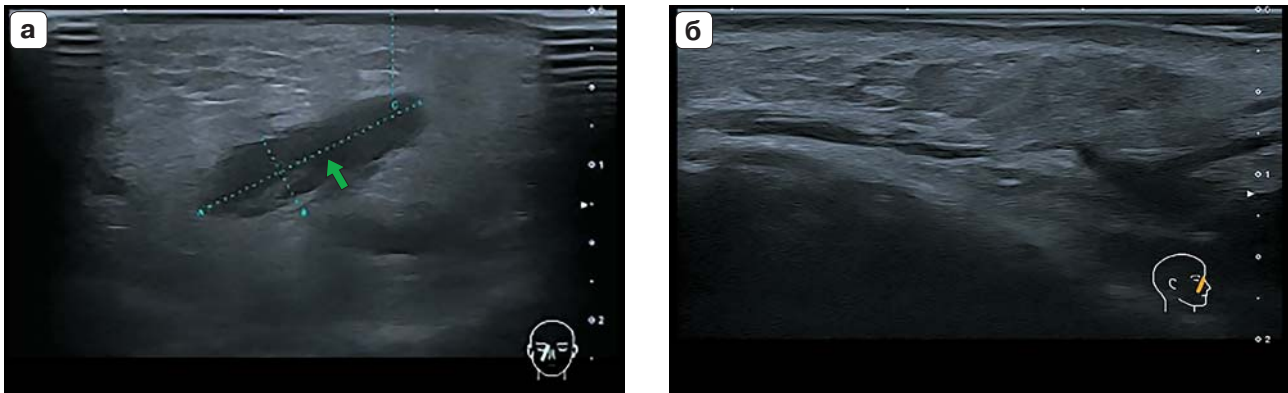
УЗИ мягких тканей правой носогубной области в В-режиме (а – до лечения, б – после лечения). а – в жировой ткани определяется анэхогенная зона с четкими ровными контурами (по эхопризнакам вероятнее филлер на основе гиалуроновой кислоты) (зеленой стрелкой отмечен филлер на основе гиалуроновой кислоты); б – после лечения в жировой ткани правой носогубной области филлер эхографически не определяется.
